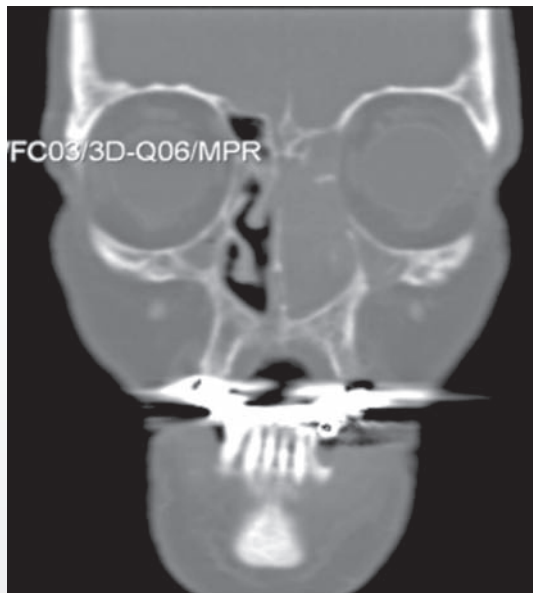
CT-scanning af bihuler hos samme patient (Fig. 2) viser udbredning af tumoren.
